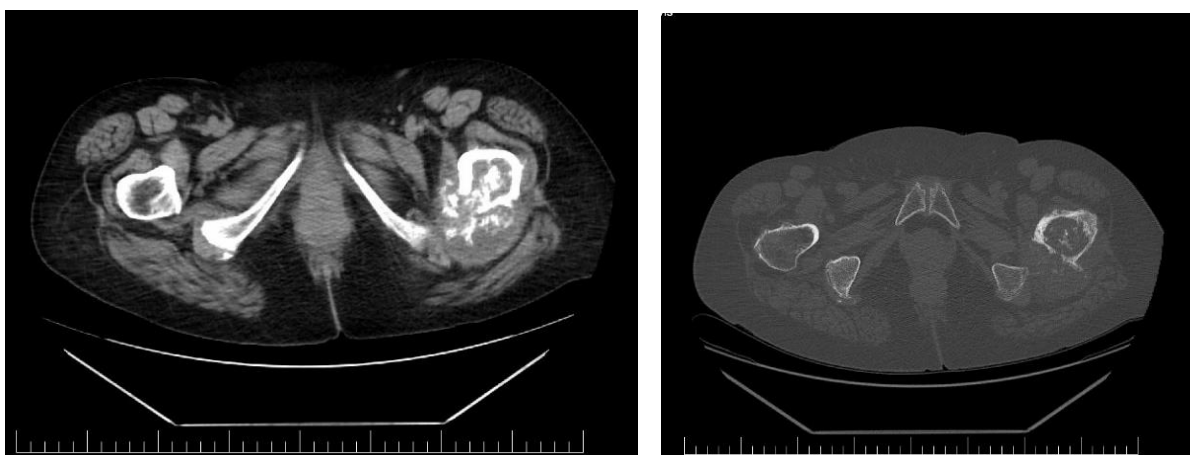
Condrosarcom femur proximal – aspect CT
